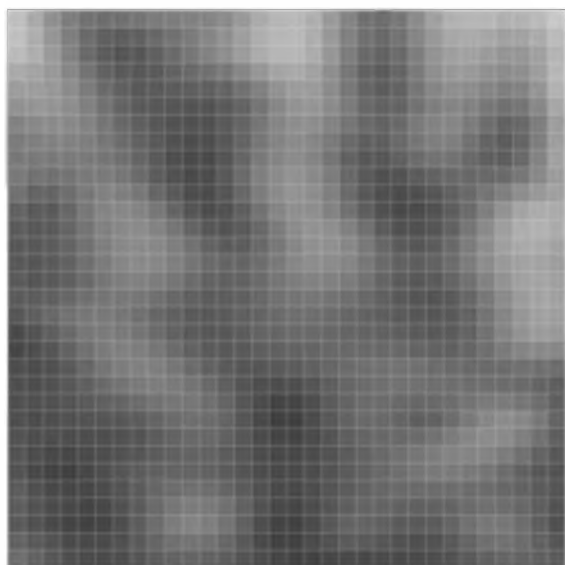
Зображення, використане для аналізу (фрагмент T2-зваженого зображення магнітно-резонансної томограми головного мозку – ділянка верхньої частки черв'яка мозочка)
